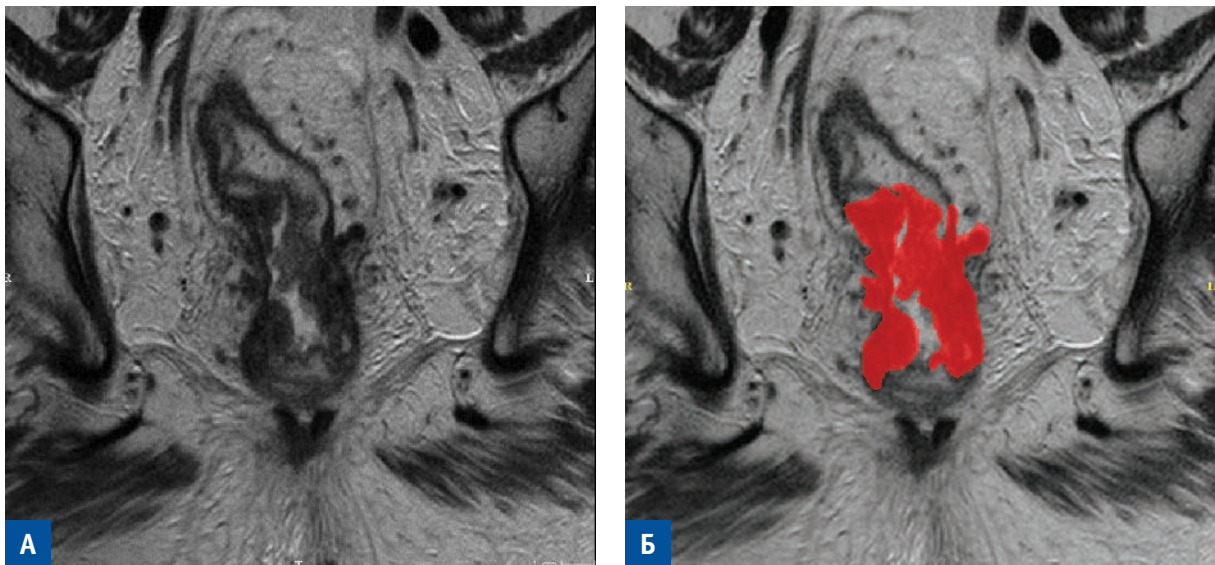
МРТ малого таза, T2-ВИ коронарная проекция. А — опухоль прямой кишки без разметки. Б — опухоль прямой кишки с разметкой
